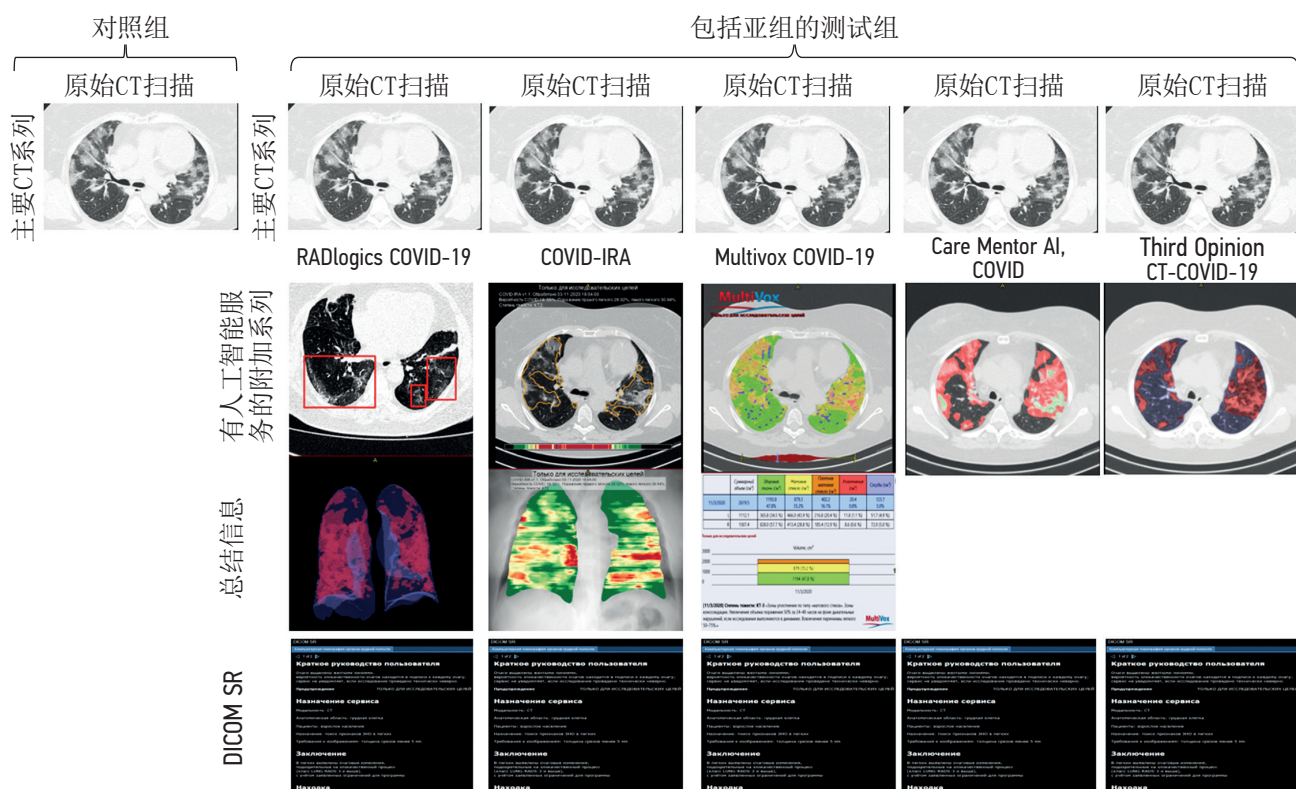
图 2来自各种人工智能服务的原始(对照组)和附加CT系列(测试组和亚组)示例, 演示了COVID-19肺部病变分割的自动图像处理, 以及总结肺损伤信息和DICOM SR信息
